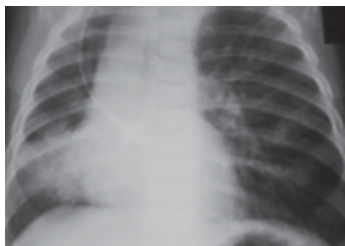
Рентгенограмма ОГК от 14.04.11 г. Отмечается положительная динамика в виде частичного расправления правого легкого, однако ателектатическая тень в проекции S 8, 9 справа сохраняется. Корень правого легкого прикрыт срединной тенью, левого — расширен за счет увеличенных лимфоузлов бронхопульмональной группы. Органы средостения смещены вправо
